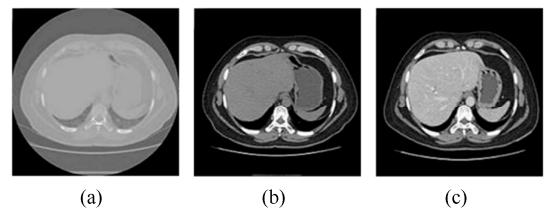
CT 图像的预处理步骤((a) 原始 CT 图像; (b) HU 阈值 CT 图像; (c) 对比度增强 CT 图像)<sup>[19]</sup>
